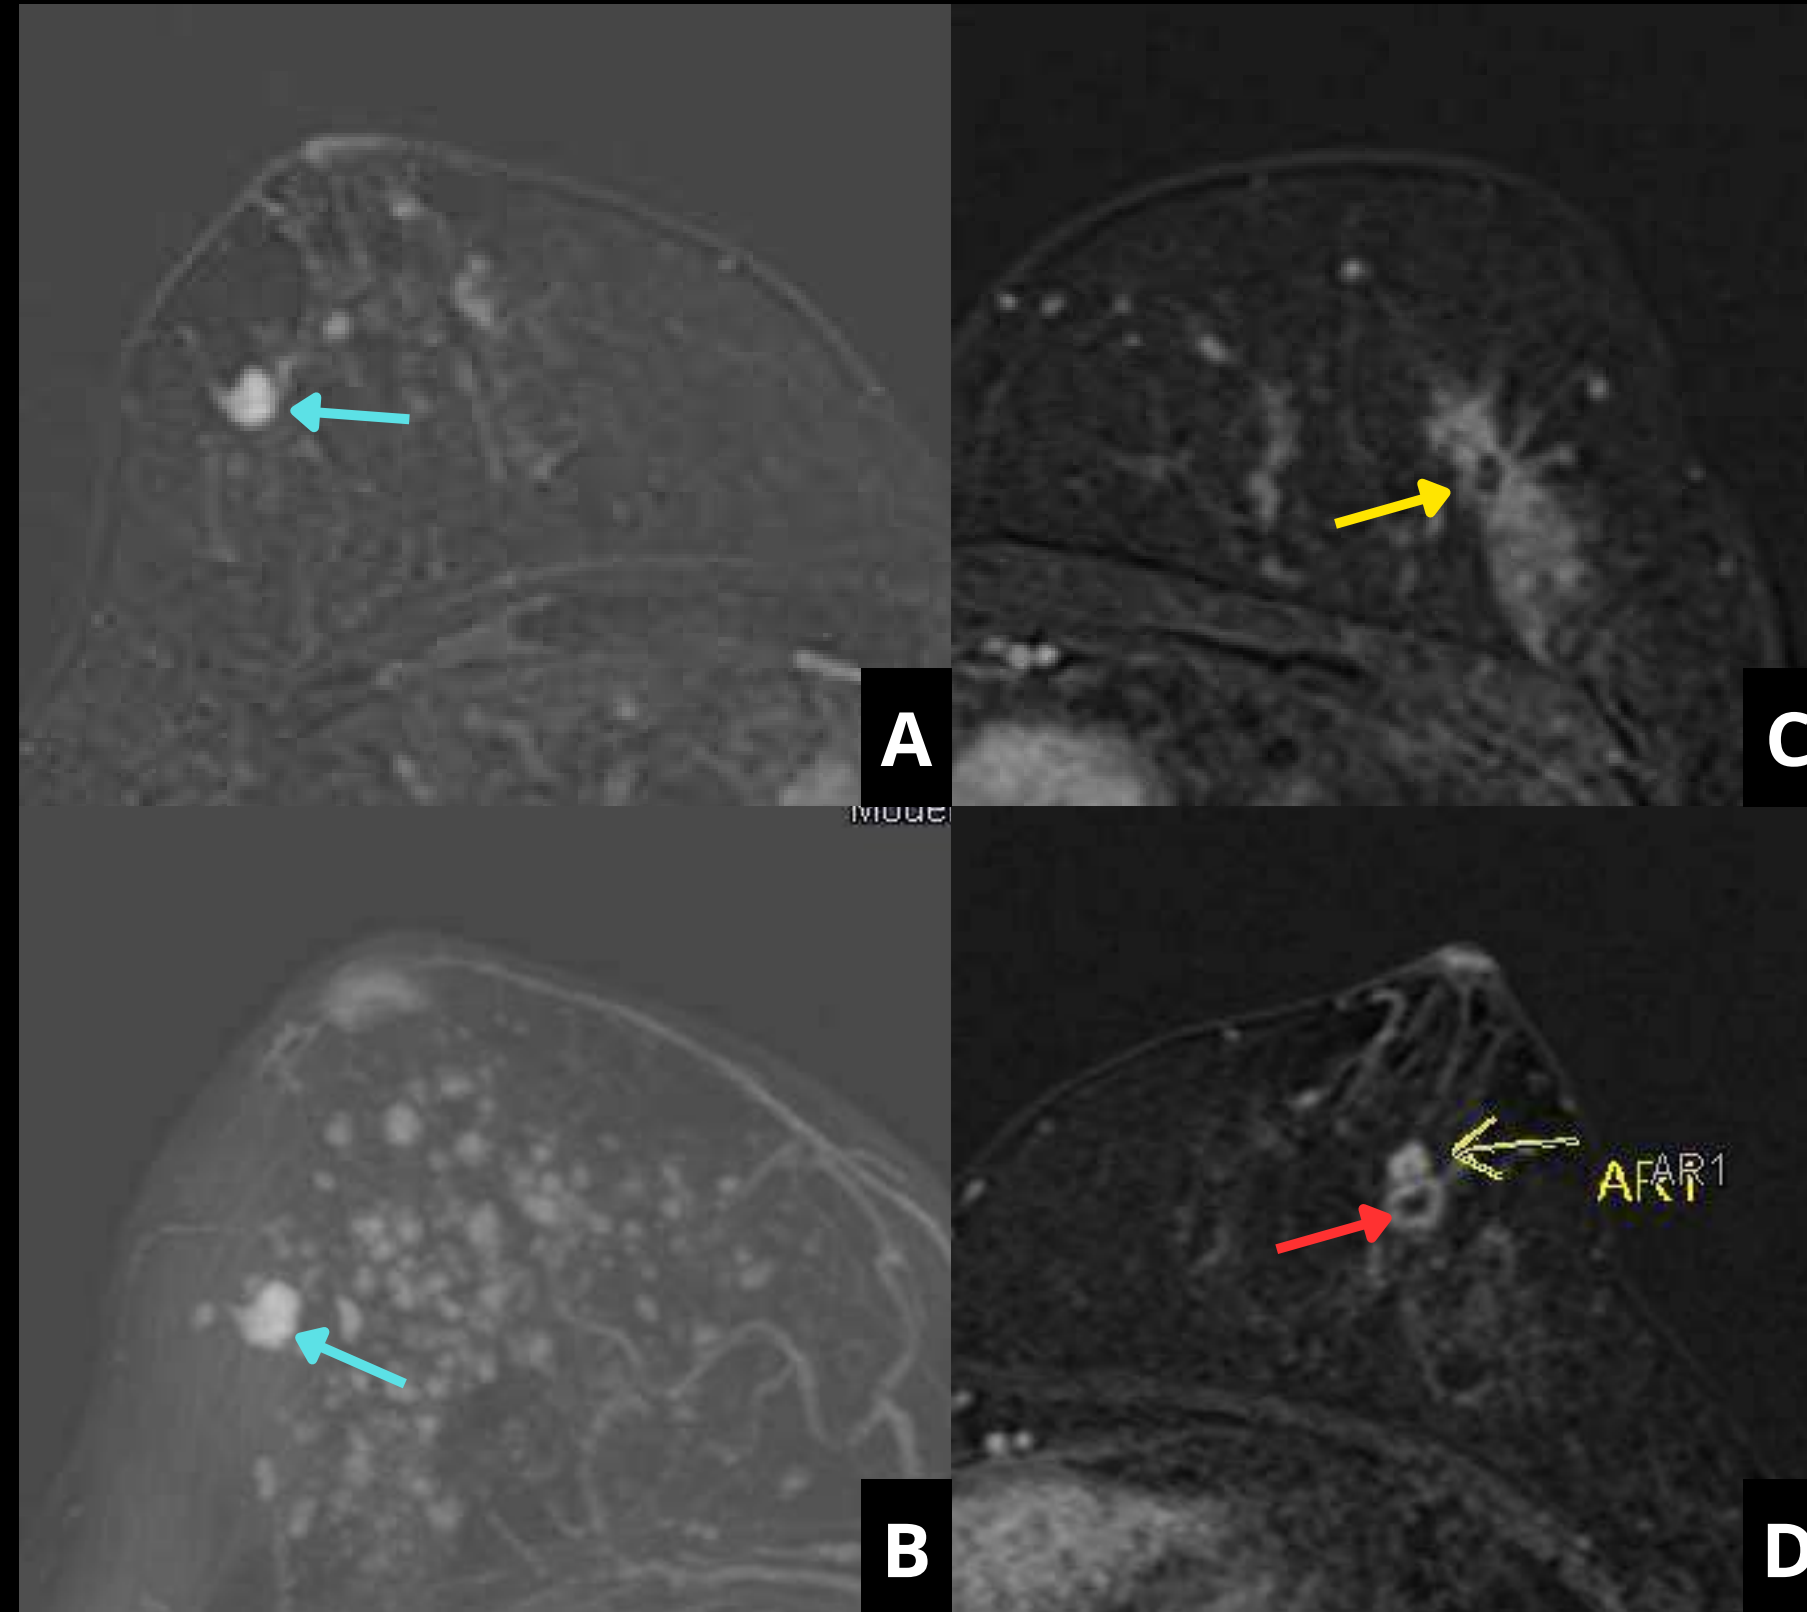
Imágenes de RM con contraste intravenoso de la misma paciente de la diapositiva anterior, en las que se observa la distorsión arquitectural (flecha amarilla en C) y el fibroadenoma (flecha roja) de la mama izquierda, así como un nódulo adicional en mama derecha (flechas azules).
